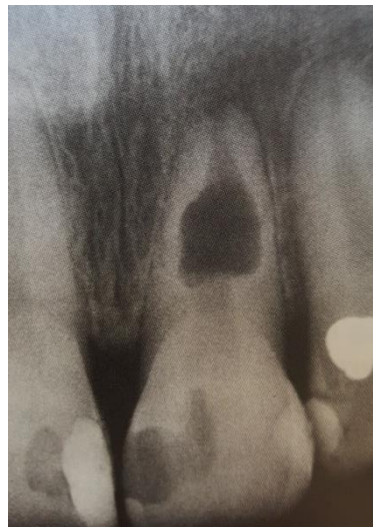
Radiografía de reabsorción interna (Soares y Goldberg, 2012)
